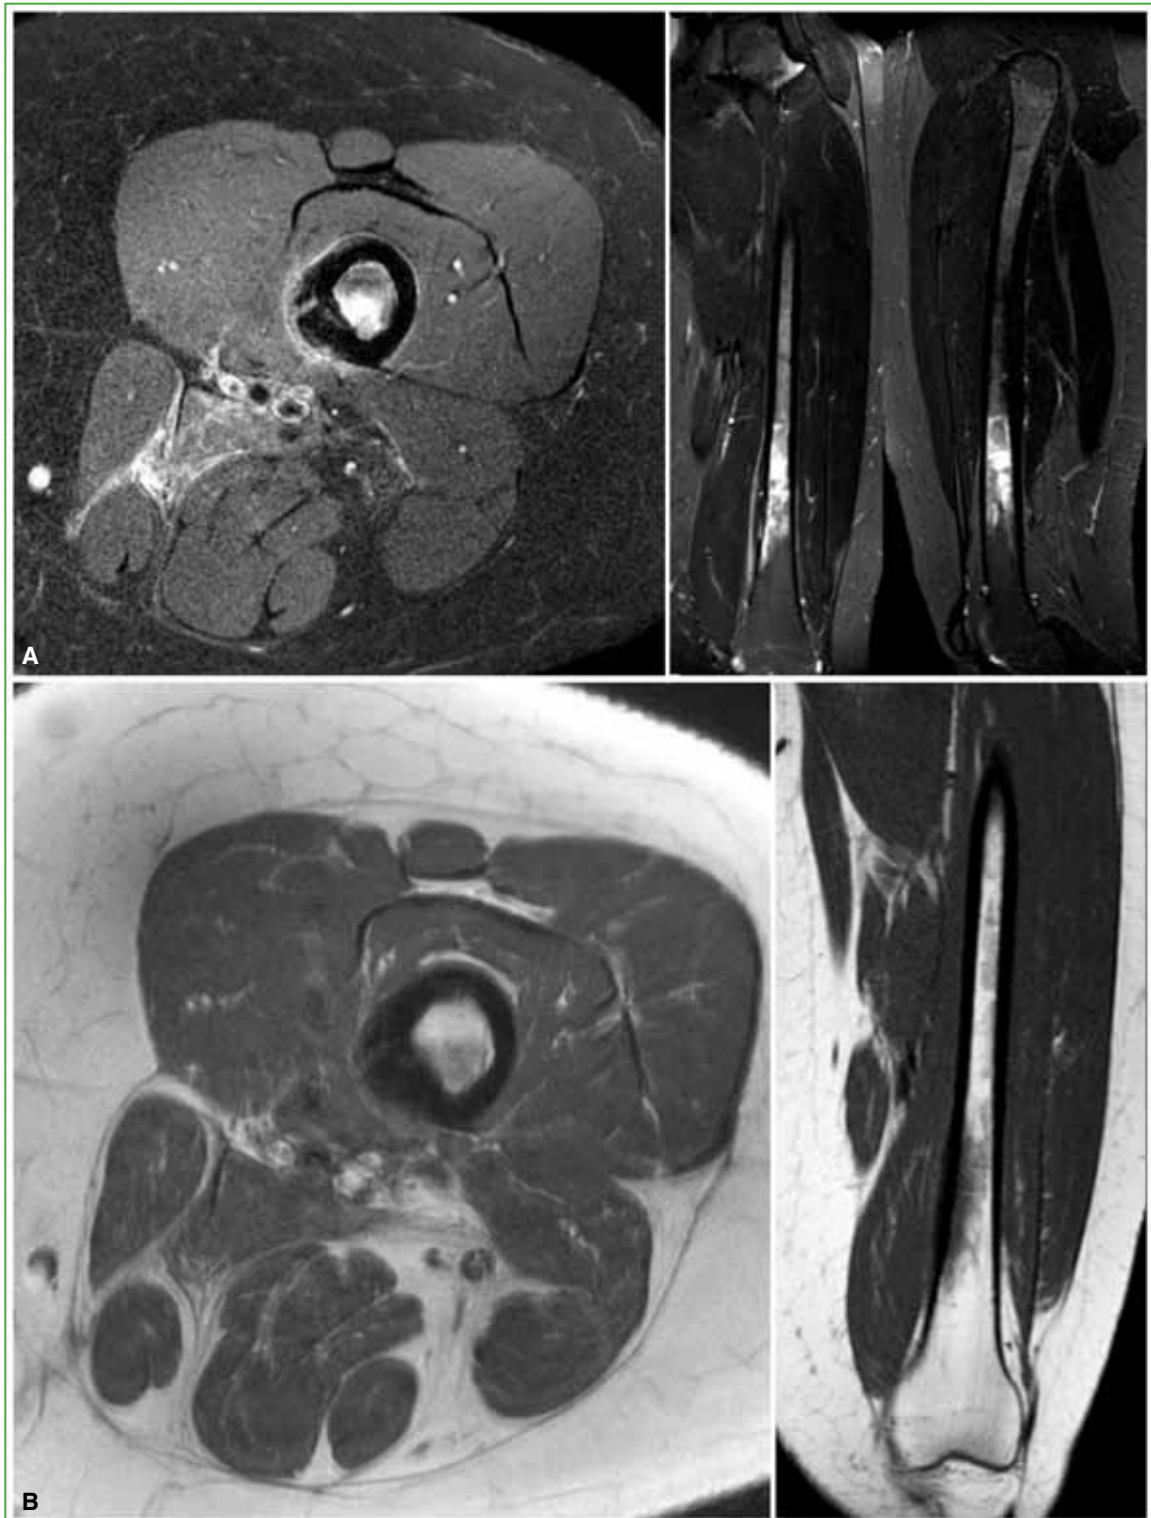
Resonancia magnética de la región distal del fémur izquierdo, cortes axial, coronal y sagital. A. Secuencia STIR. Resalta el edema medular difuso que ocupa casi todo el ancho y no invade la cortical, asociado al engrosamiento cortical distal medial y a un edema laminar en el plano submuscular. B. Secuencia T1. Se visualiza el edema medular con un mismo patrón difuso. No se observan lesiones a distancia.
